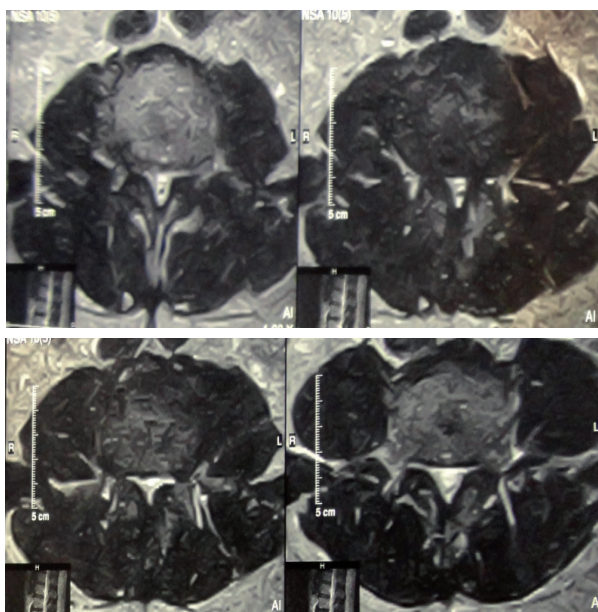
МРТ до операции: аксиальный срез
